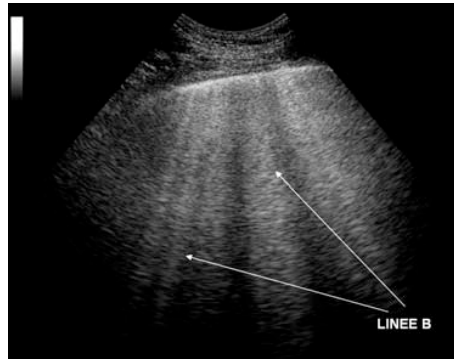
Quadro US di edema polmonare acuto, da Soldati G, Copetti P: *Ecografia Toracica*, cit.
